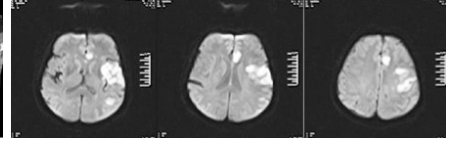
Ischemic lesions on the left cerebellar hemisphere, left frontotemporal and parietal lobes demonstrated by brain diffusion MR imaging.
